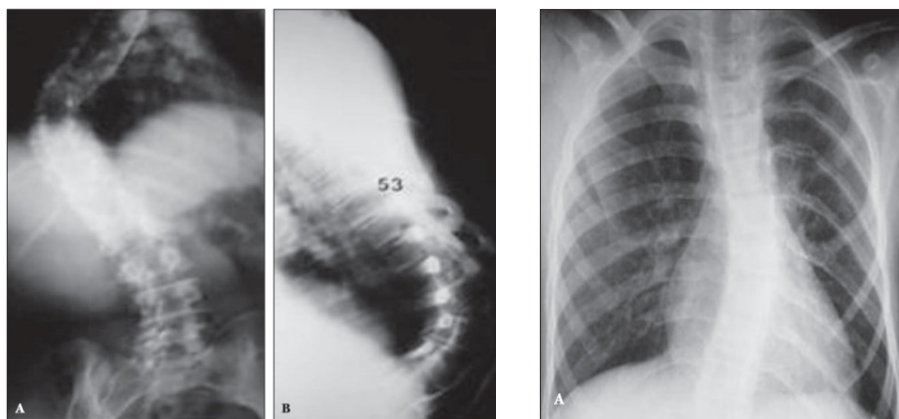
Arquivo Revista Imagem, Neurofibromatose tipo 1: aspectos clínicos e radiológicos, 2006. A figura 10 mostra uma radiografia mostrando escoliose à direita (A) e cifose com angulação aguda (B). A figura 11 mostra radiografia de tórax mostrando deformidade e irregularidade de arcos costais (B).
